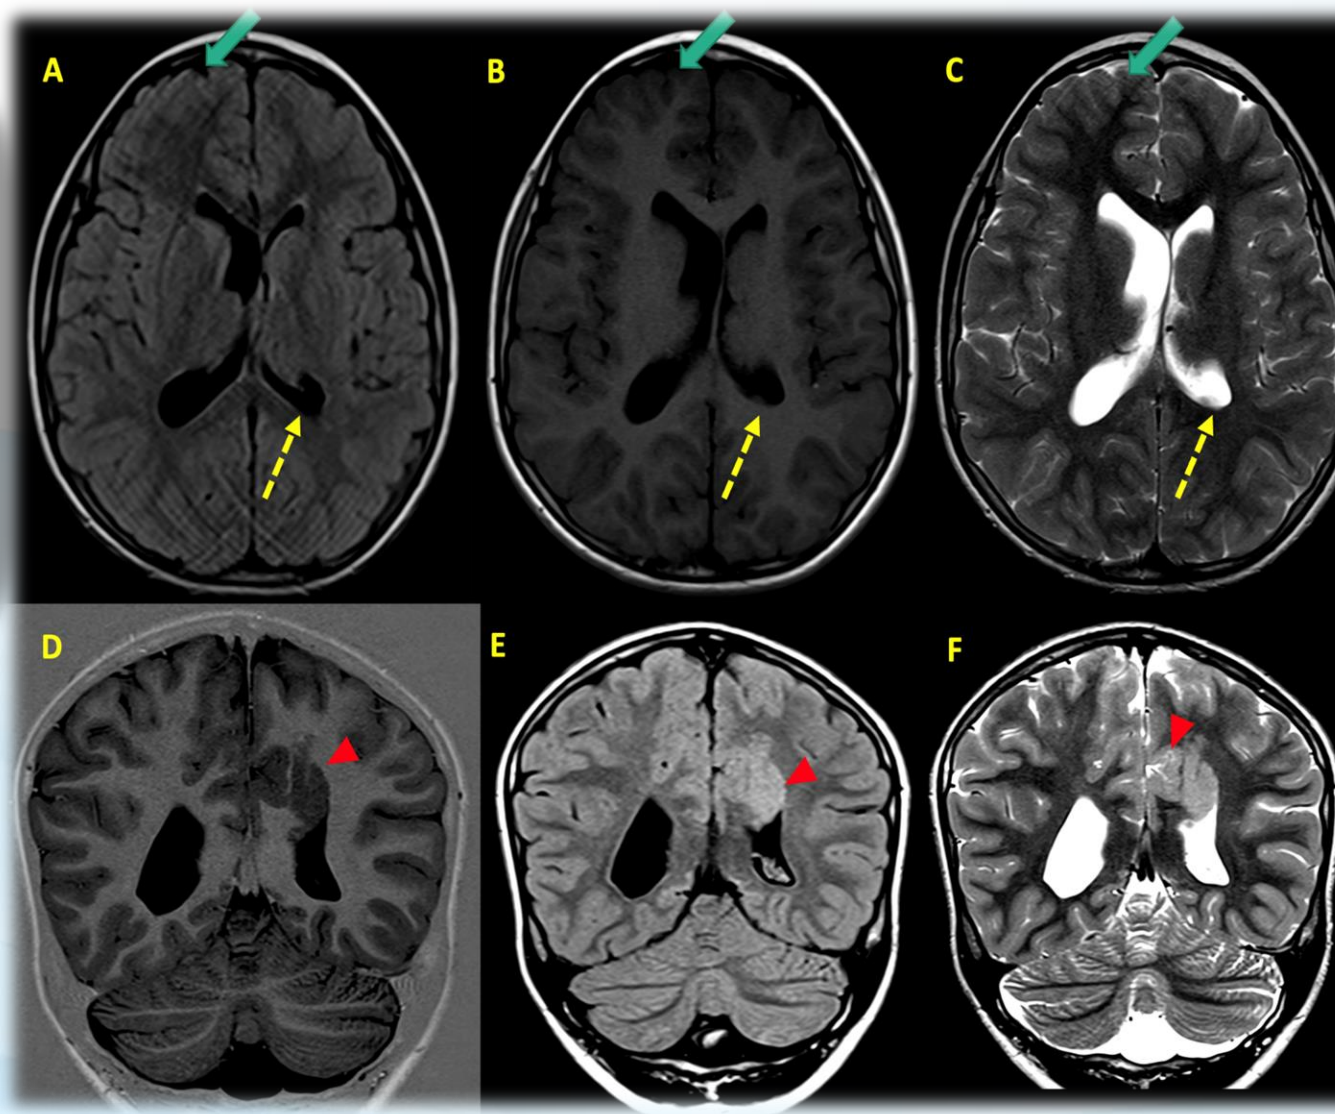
RM de cerebro. (A) FLAIR axial, (B) T1 axial, (C) T2 axial. (D) IR coronal, (E) FLAIR coronal, (F) T2 coronal.
